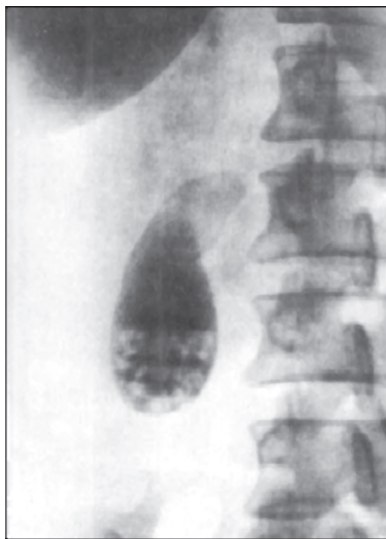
Рентгенограмма желчного пузыря
